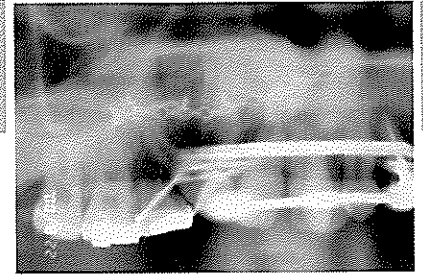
술후 방사선 사진. 치조열 부위에 하악골 정중부골과 BioOss를 복합이식한 후의 모습으로 소형급속판으로 이식골편이 고정되어 있으며 치조열의 폐쇄가 관찰된다.
